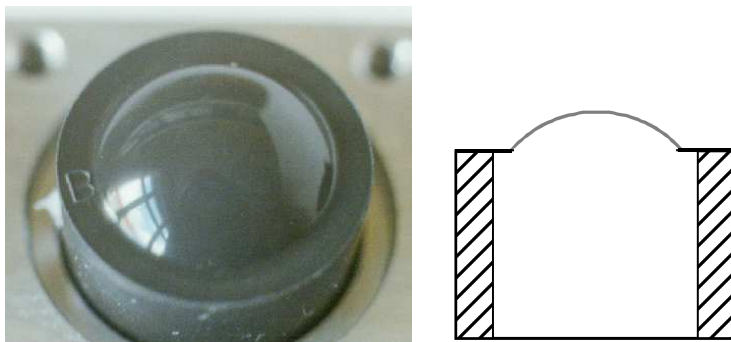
Testkalotte für NCT CT20D und Prinzipschnitt
